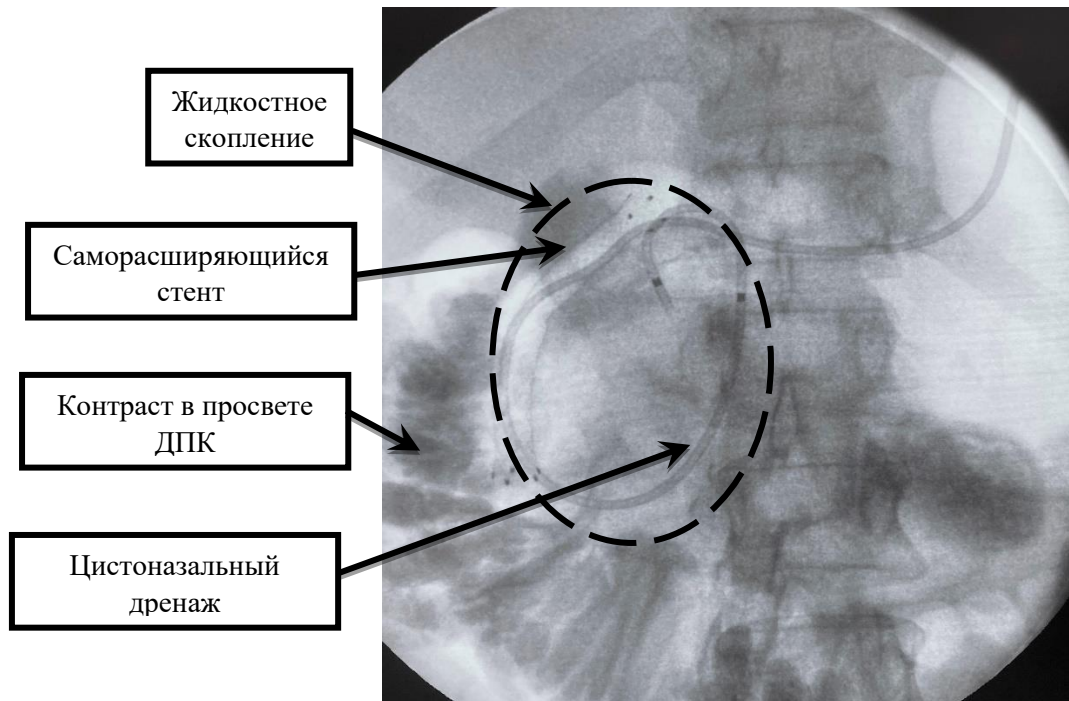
Рентгенограмма. Цистоназальный дренаж, установленный в жидкостное скопление через просвет саморасширяющегося стента
